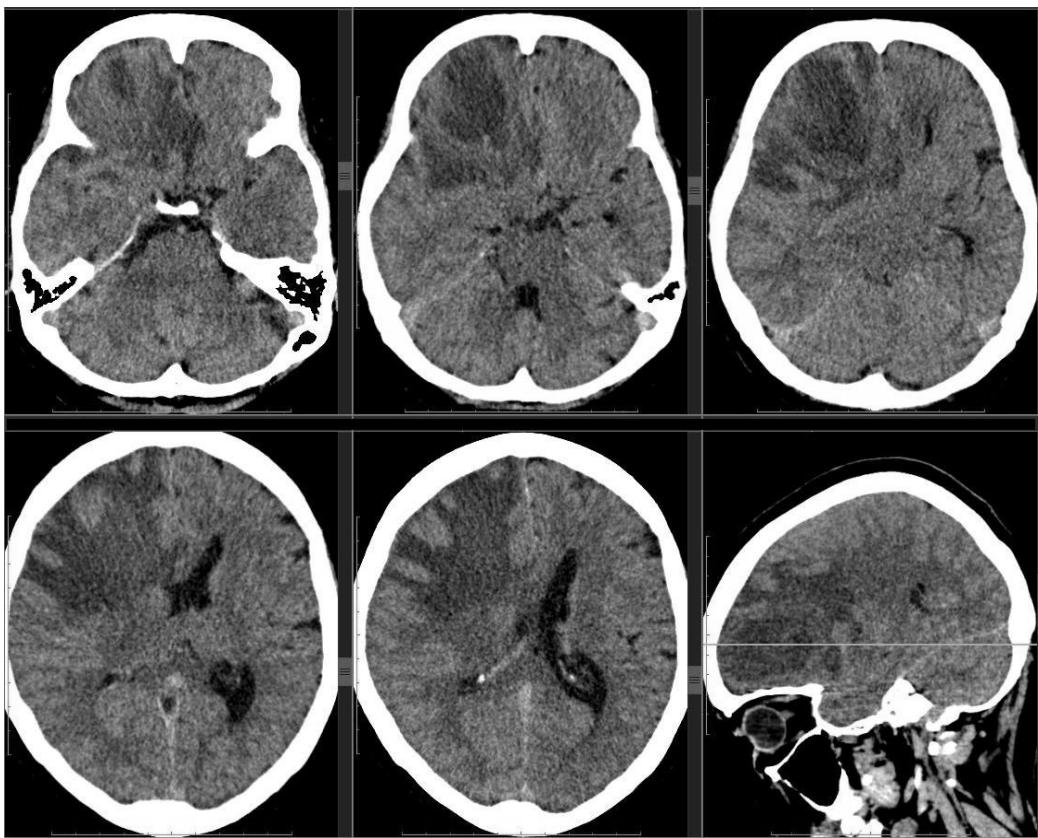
КТ головного мозга, нативное исследование. Выполнено при поступлении больной Н., 48 л.
